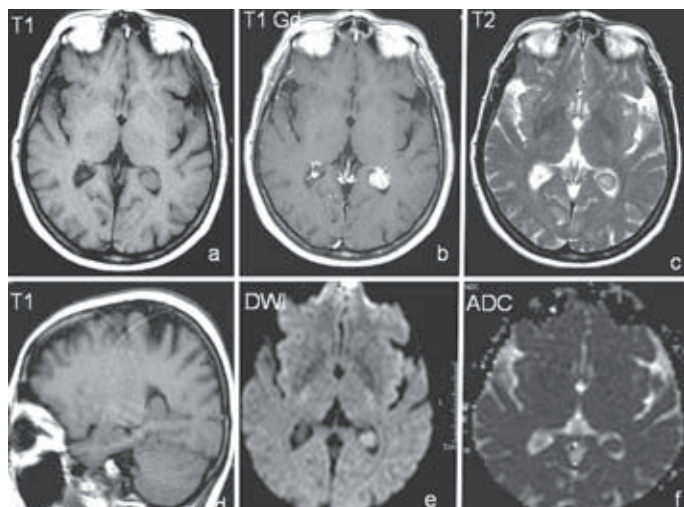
Papiloma de plexos coroideos del asta occipital. Imágenes de RM. A: T1 axial cerebral sin contraste. B: T1 axial cerebral con contraste. C: T2 axial cerebral. D: T1 sagital cerebral sin contraste. E: imagen isotrópica de difusión DWI axial cerebral. F: mapa de ADC de la secuencia de difusión DWI axial cerebral. Lesión intraventricular de contorno ligeramente abollonado, dependiente del plexo coroideo, que ocupa el asta occipital de la celda ventricular media izquierda ligeramente hiperintensa T1 en relación con el LCR, hipointensa T2 en relación con el mismo, captante prominente tras la administración de contraste y con estroma tumoral celular con restricción (mayor señal) en secuencias DWI y (menor señal correlativamente) en el mapa de ADC.
